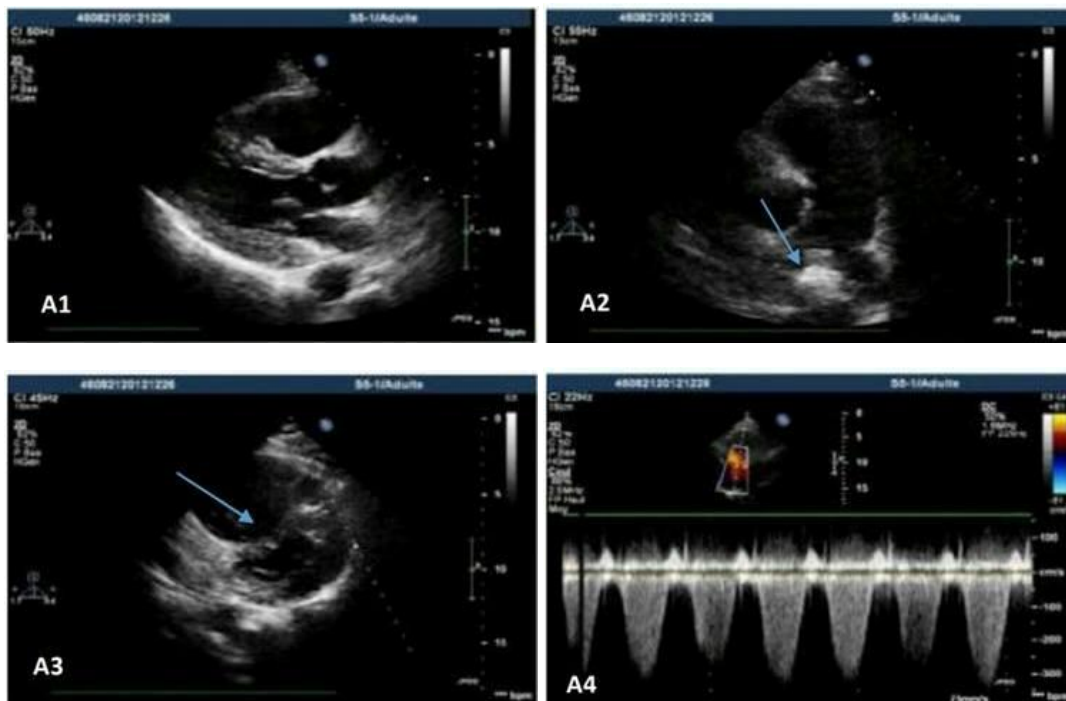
Echo-Doppler cardiaque mettant en évidence une dilatation des cavités droites (A1), une HTAP à 70 mmHg (A4), un mouvement paradoxal du septum (A3), et image de thrombus dans le tronc de l'artère pulmonaire(A2) (59).
